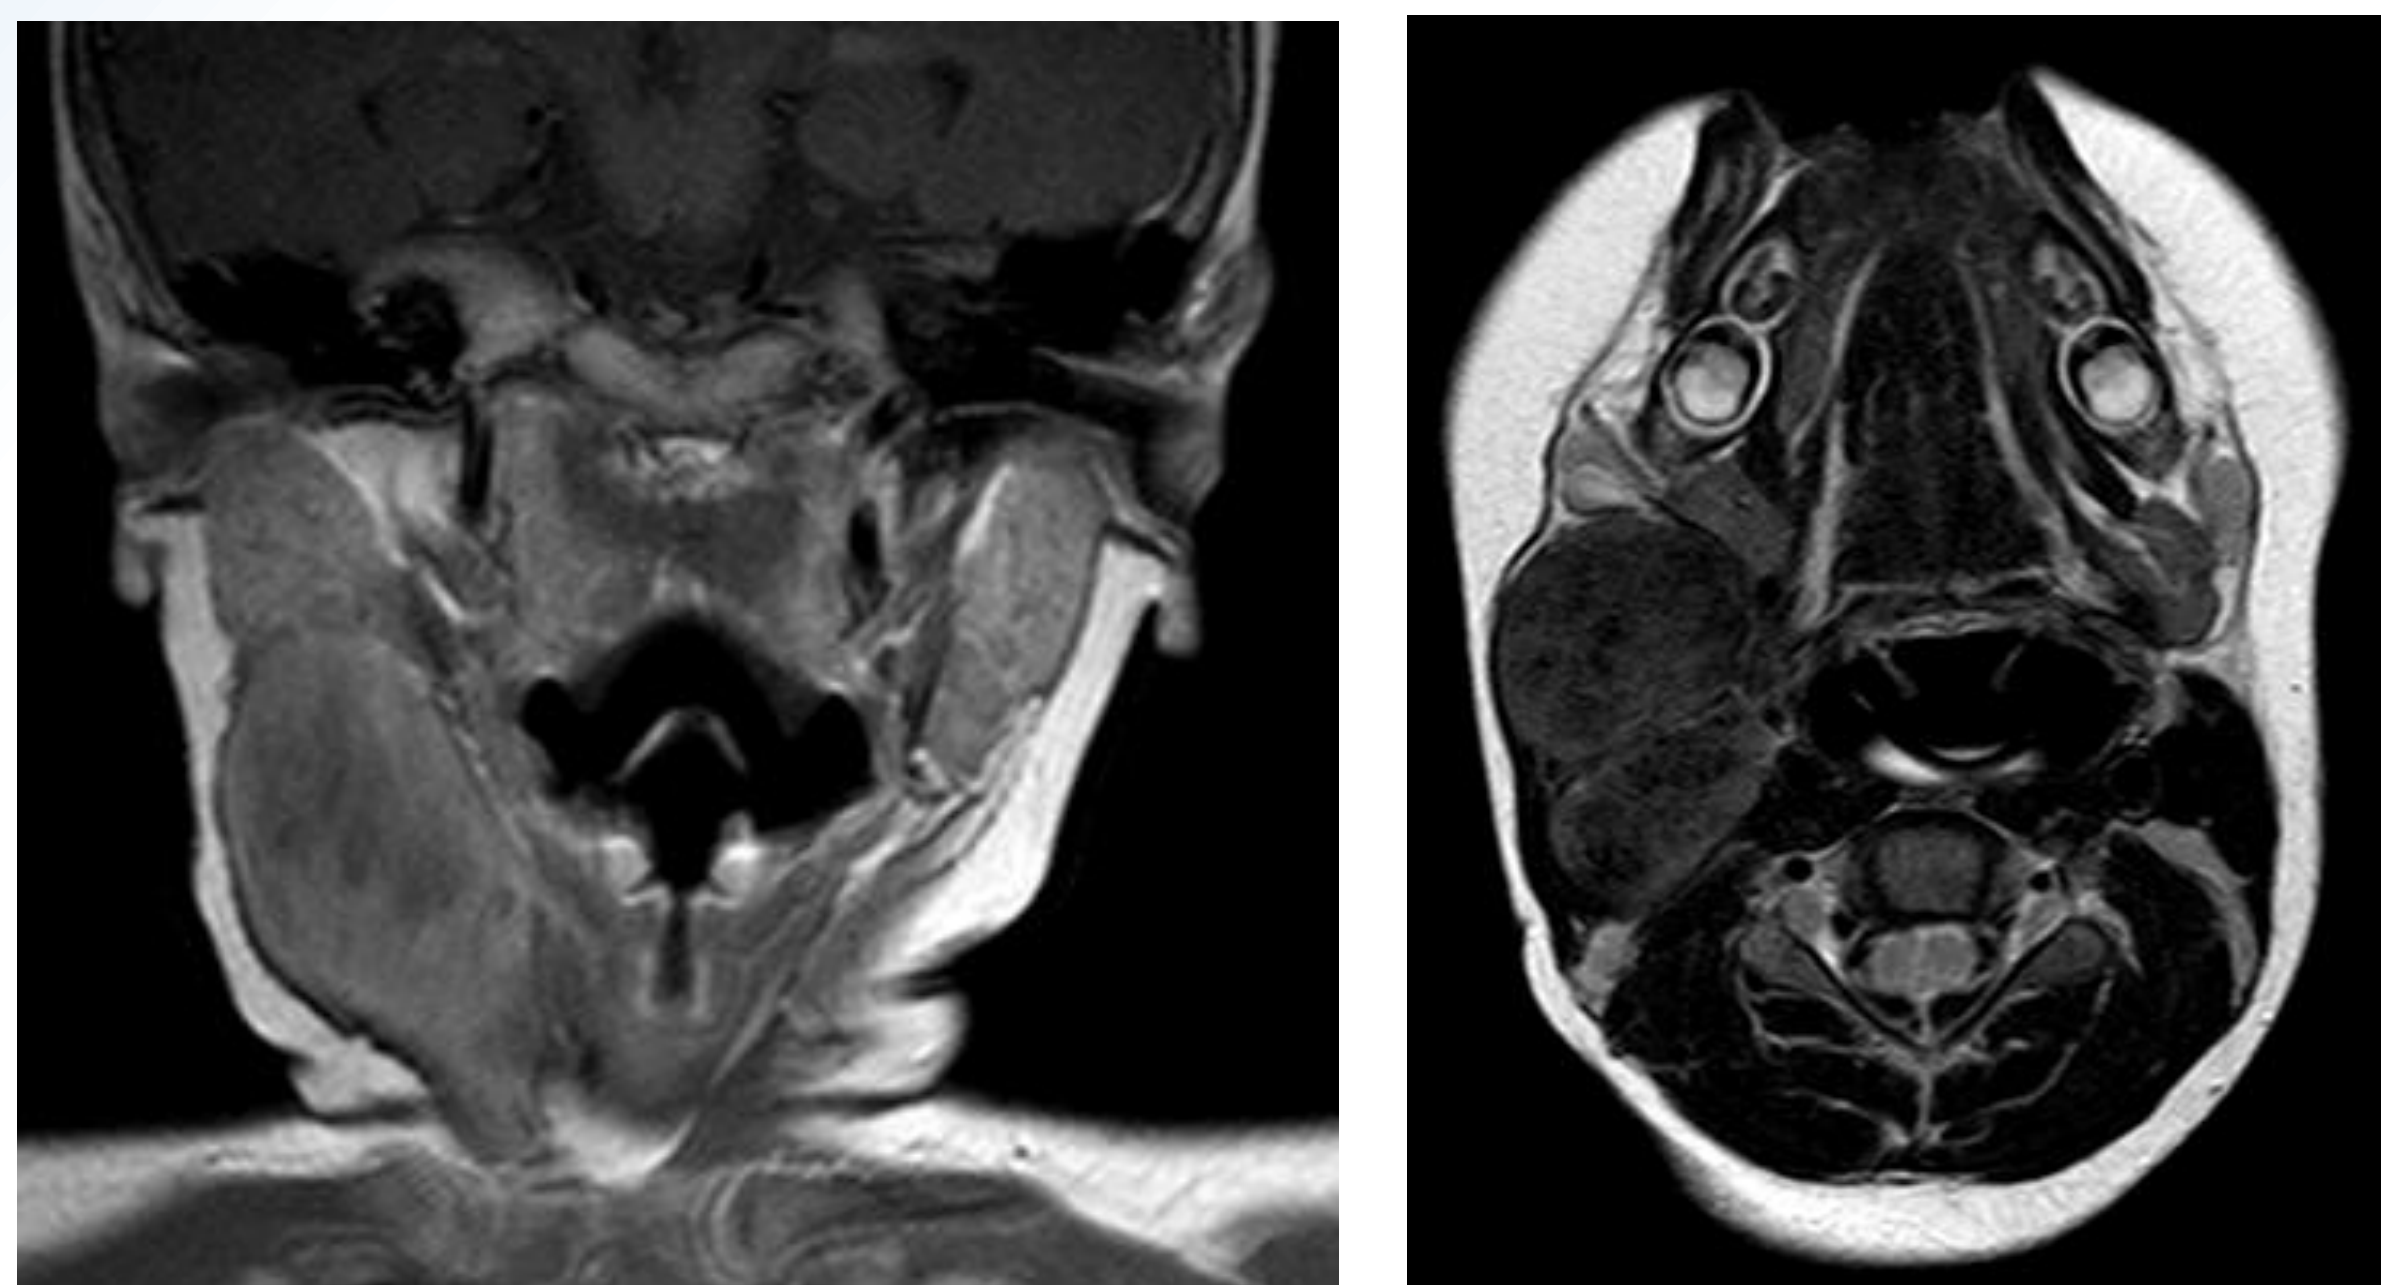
RMN preoperatoria donde se aprecia el tamaño de la lesión y su relación con los grandes vasos de la región cervical.
